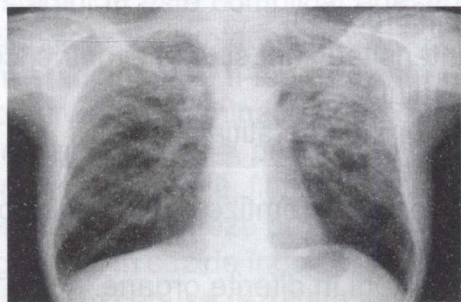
Radiografie toracică standard: Tuberculoza diseminată subacută: se observă opacități nodulare, polimorfe, cu contururi șterse, preponderent în lobii superiori și medii bilaterali, desenul pulmonar este accentuat - fibroză pulmonară difuză.
